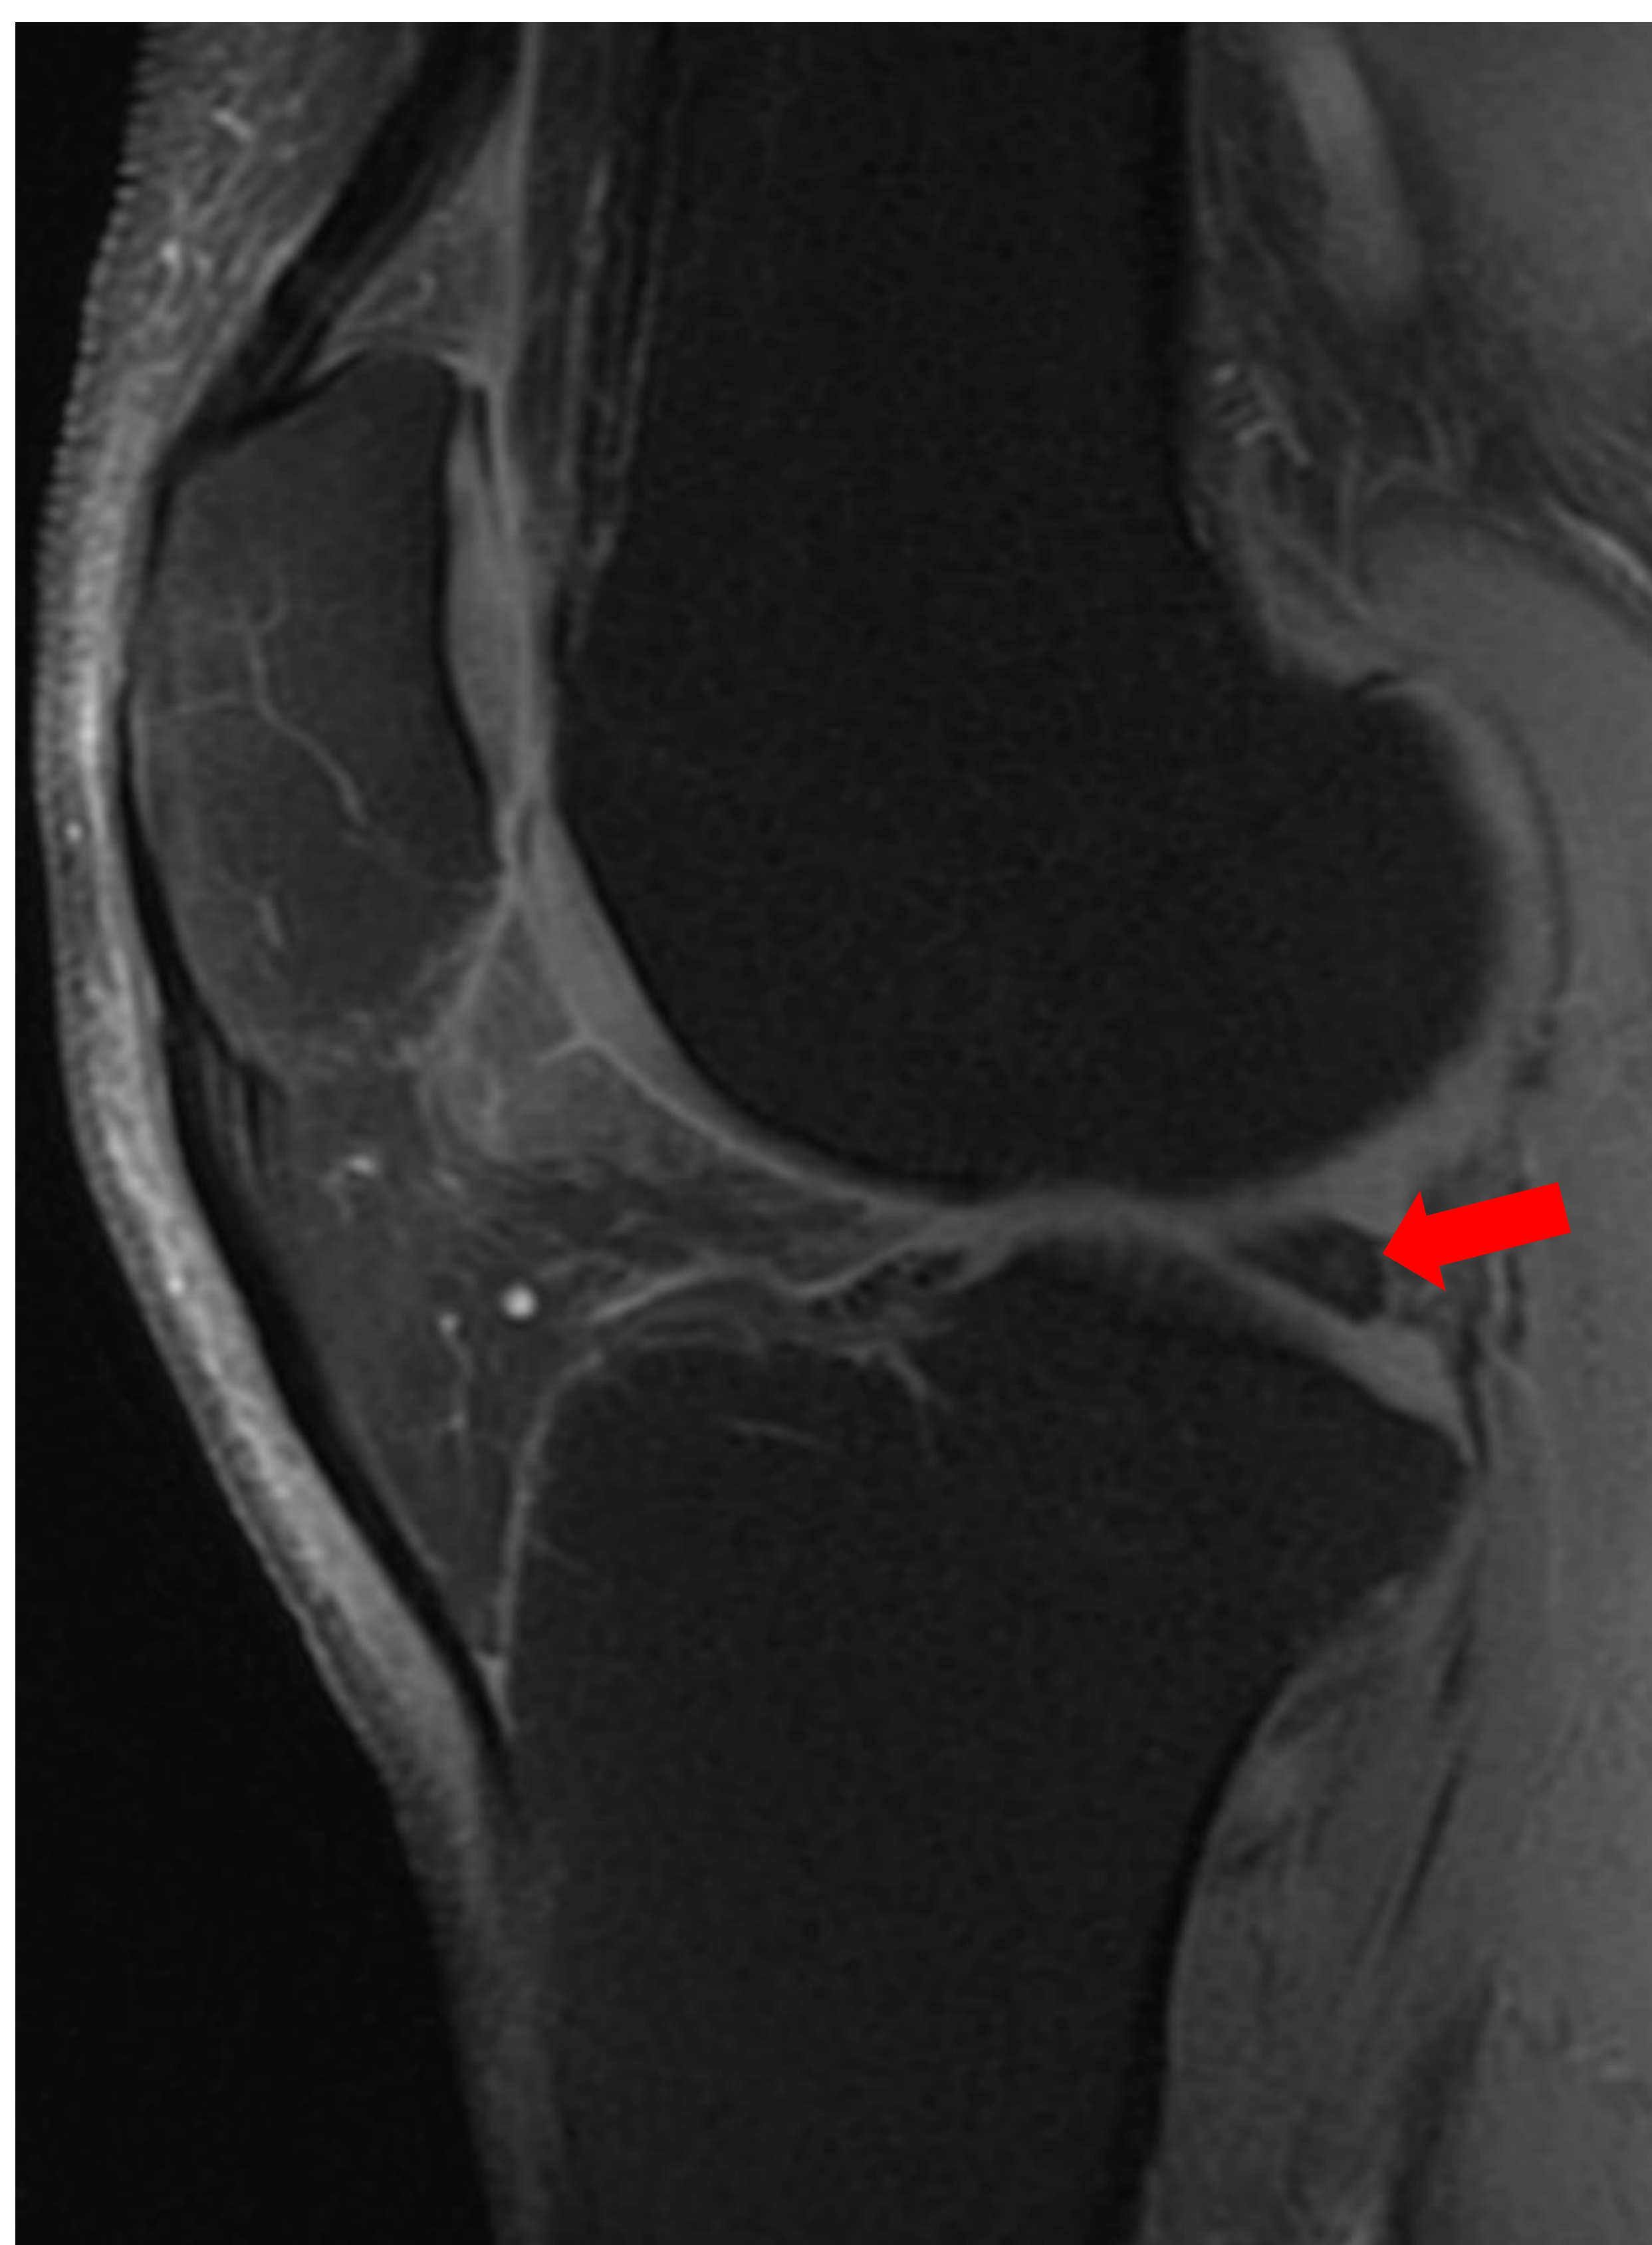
Imagen de RM en plano sagital DP FS que muestra un aumento de intensidad de señal del cuerno posterior del menisco externo que no alcanza la superficie articular (flecha roja) compatible con degeneración mucinosa.
